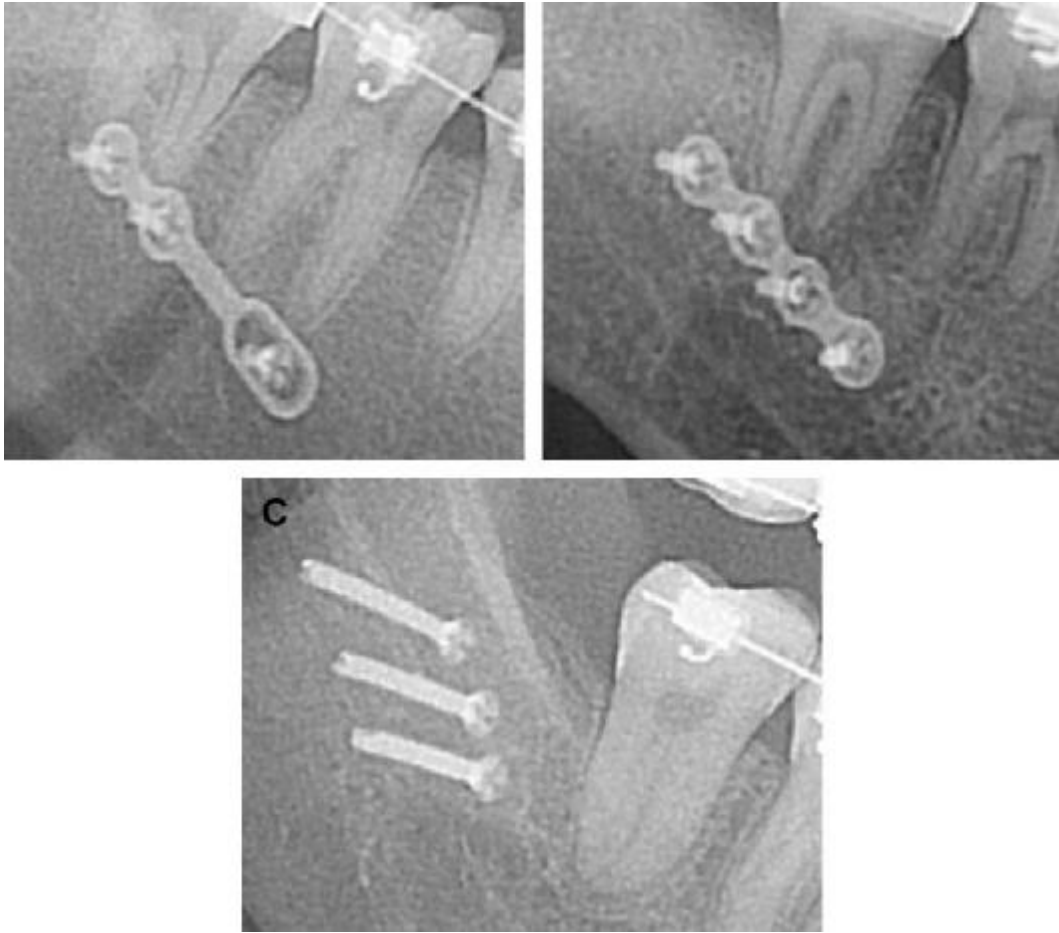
Radiographic image of: (A) Sliding plate, (B) Miniplate, (C) Bicortical screws.
